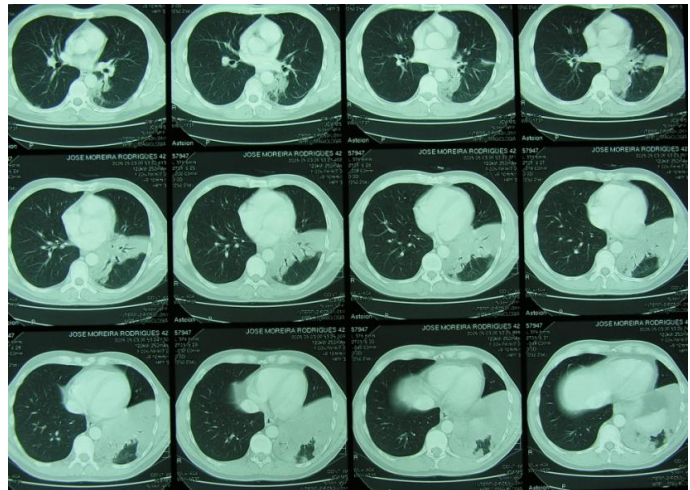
TAC torácica realizada em Abril de 2005
